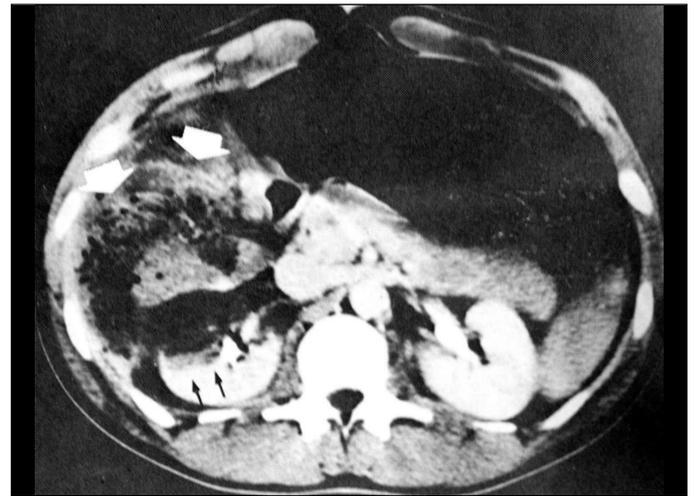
Tomografia computadorizada - Omento interposto no espaço hepatorenal (seta). Notar também o infarto da porção anterior do rim direito.
